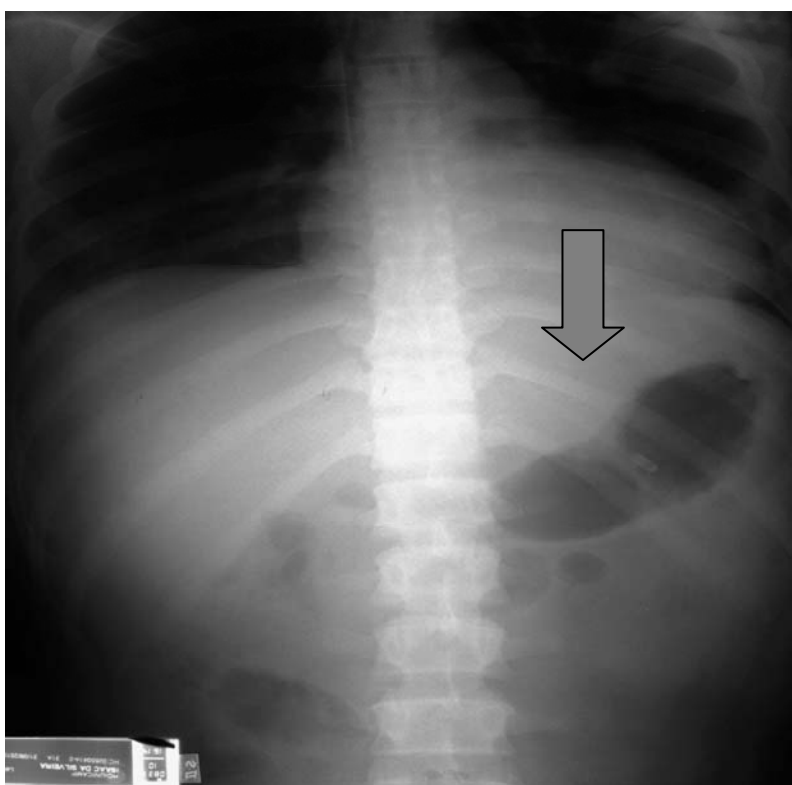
Radiografia de tórax de um paciente de 31 anos mostrou localização da ponta distal da sonda enteral em posição gástrica.
